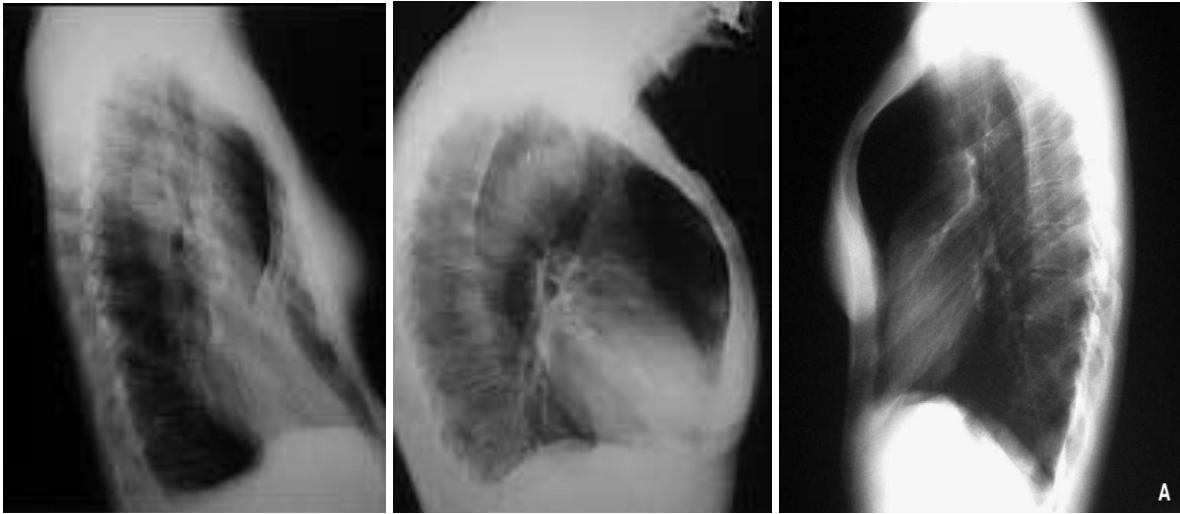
et 2b : Radiographie thoracique de profil chez une fille de 13 ans ; montre 2 hémisternums, un antérieur par rapport à l'autre. (57)
